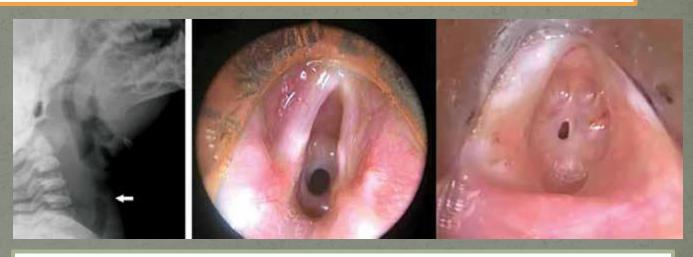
Radiografía simple cervical de perfil. Estenosis subglótica (flecha). Figura 3-4 Laringoscopia. Estenosis subglóticas.
